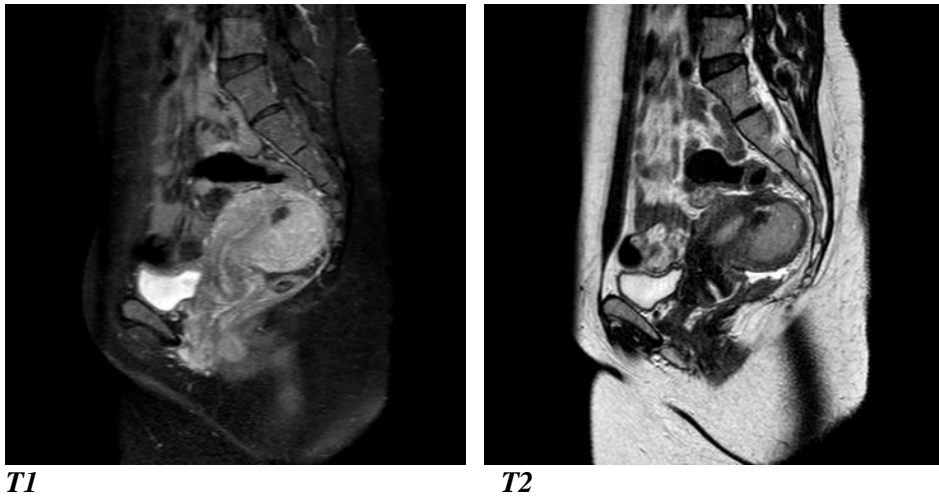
MRT eines zellreichen Leiomyoms vor dem 2. operativen Eingriff
